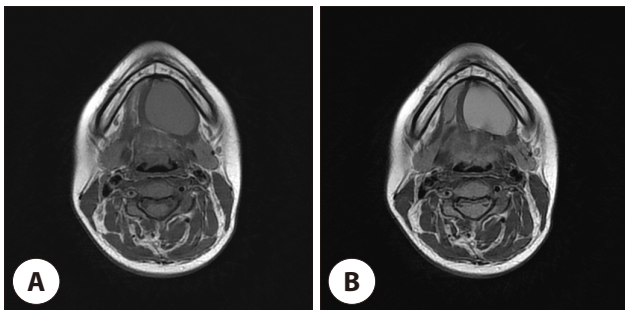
Preoperative MRI scans. Pre-operative MRI scan shows 3.1×3.3×3.7 cm, well defined mass at left submandibular area with intermediate/slight high signals in (A) T1, (B) T2WIs with no significant solid portion.
